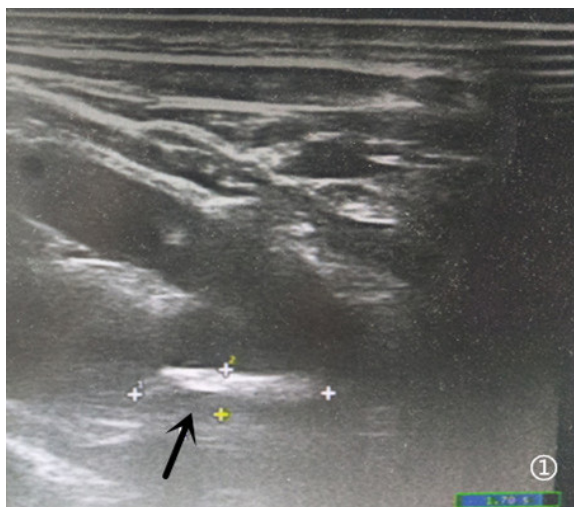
某患者颈动脉超声示右锁骨下动脉起始后壁见一大约 16 mm×4.1 mm 混合回声斑块
